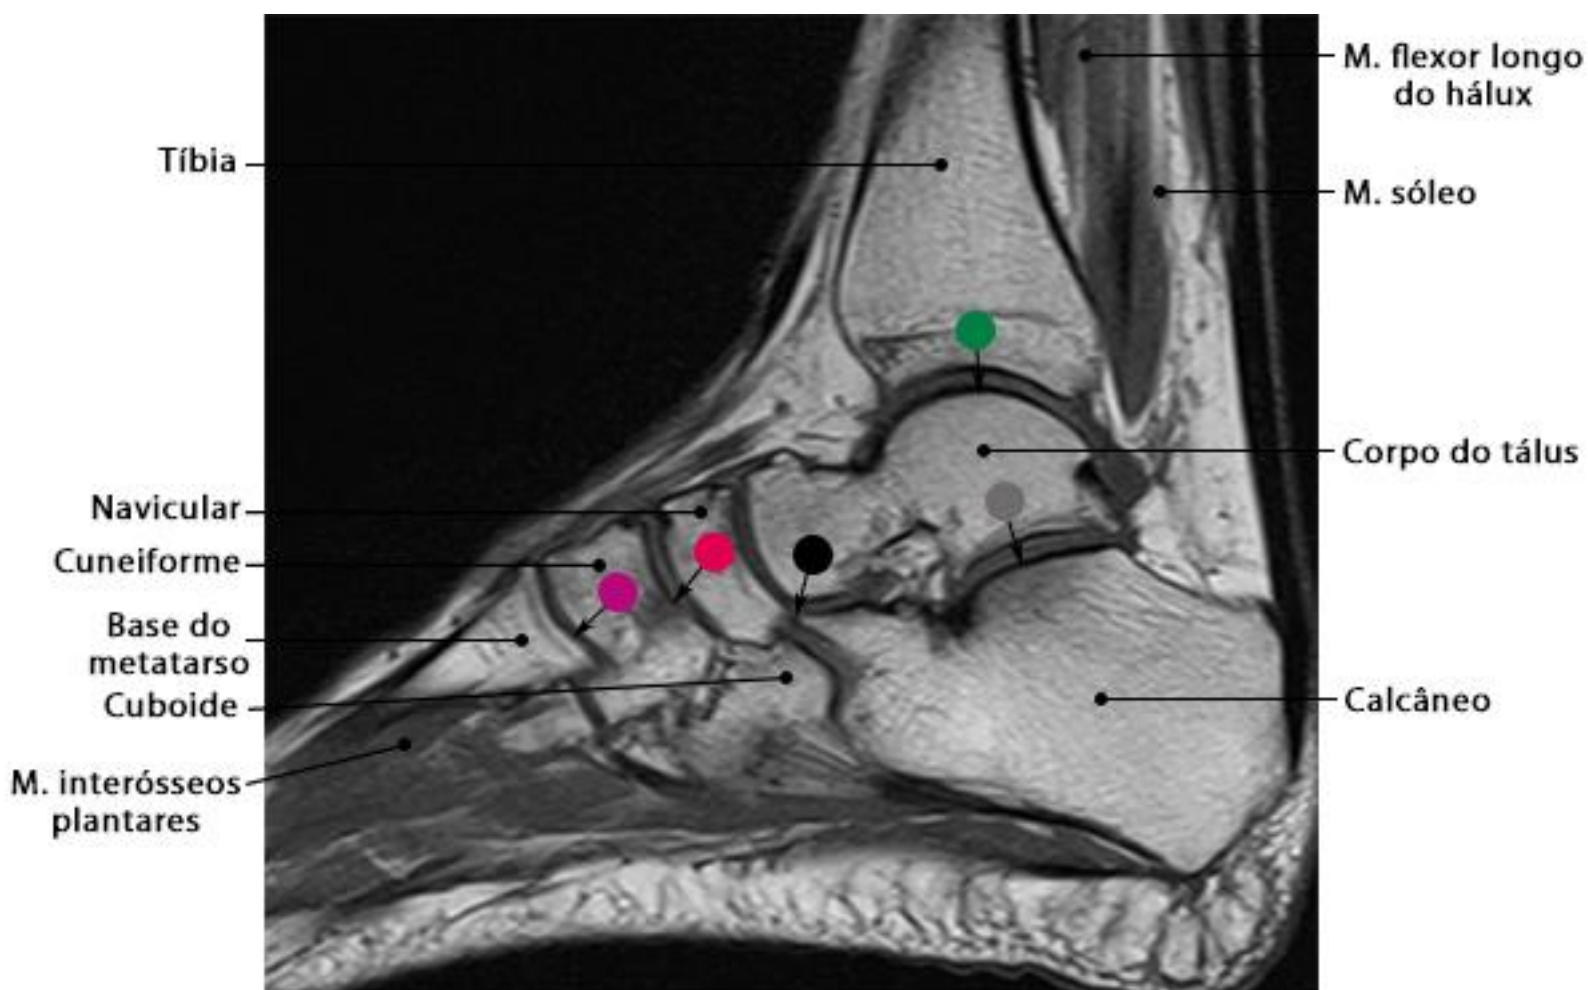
RM do tornozelo em corte sagital com ponderação T1
